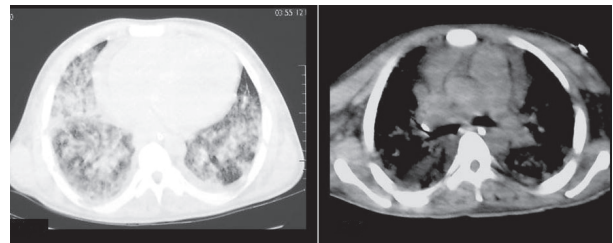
Tomografia computadorizada do tórax, janelas para pulmão e mediastino, mostrando preenchimento alveolar difuso, derrame pleural e intersticial bilateral, derrame pericárdico e dilatação importante da artéria pulmonar.
